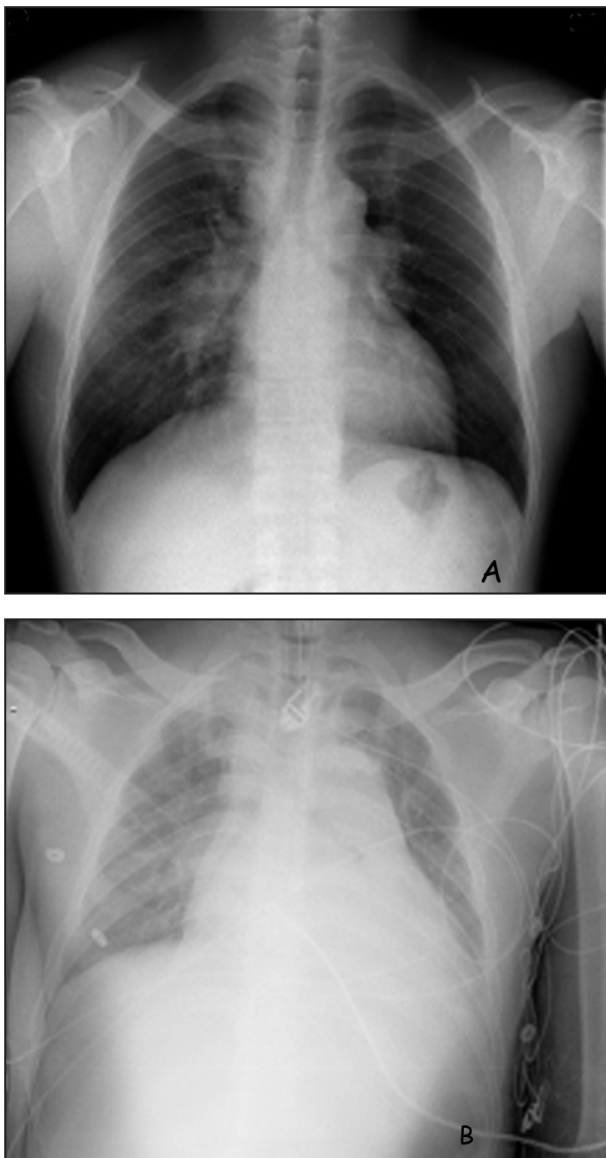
Comparaison des clichés de radiographie thoracique. A. Cliché réalisé lors du diagnostic de sarcoïdose pulmonaire (2 mois auparavant) B. Cliché lors du diagnostic de tamponnade cardiaque.
